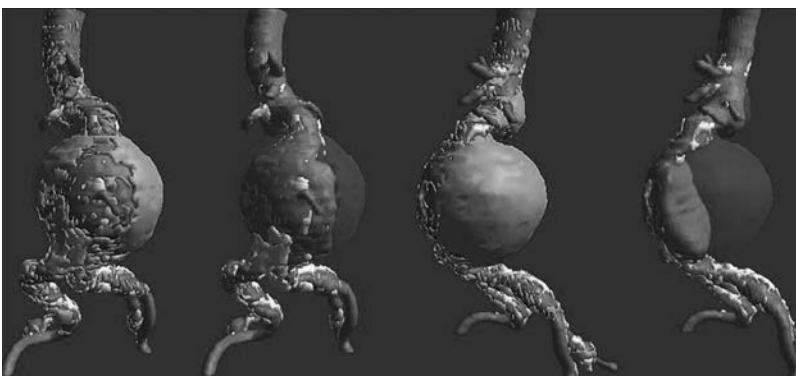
Angiograma tridimensional por tomografía computarizada de un aneurisma de la aorta abdominal que muestra varios componentes del aneurisma, lo que incluye trombo, calcificación aórtica, circulación sanguínea y pared del aneurisma.
